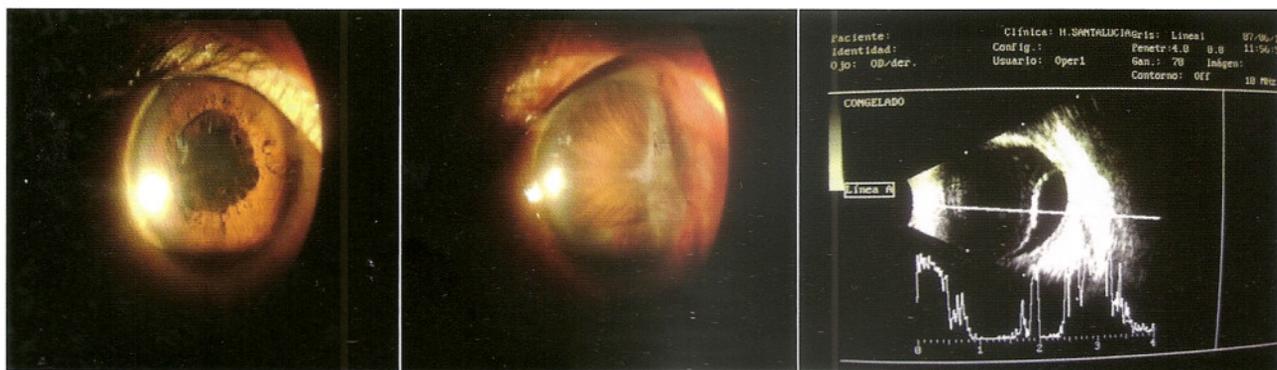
A: OD. B: OI. C: ecografía ojo izq.
